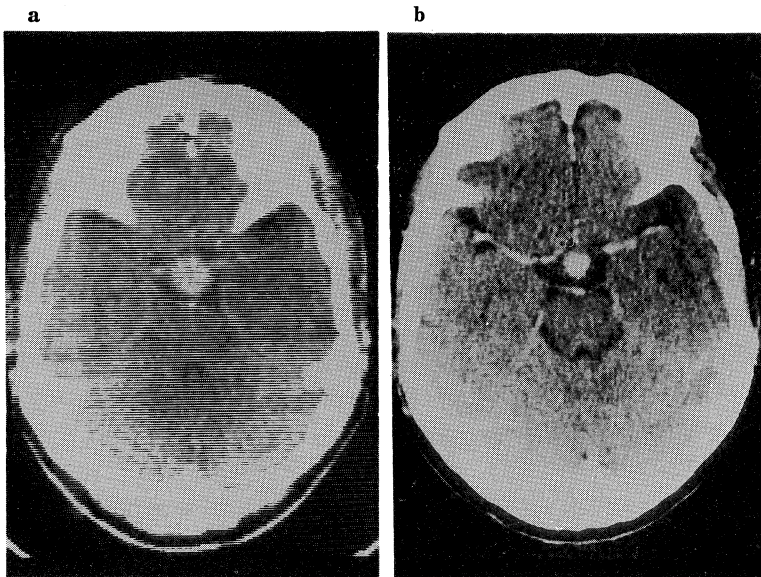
Serial CT scans showing marked tumor regression following radiation therapy.
